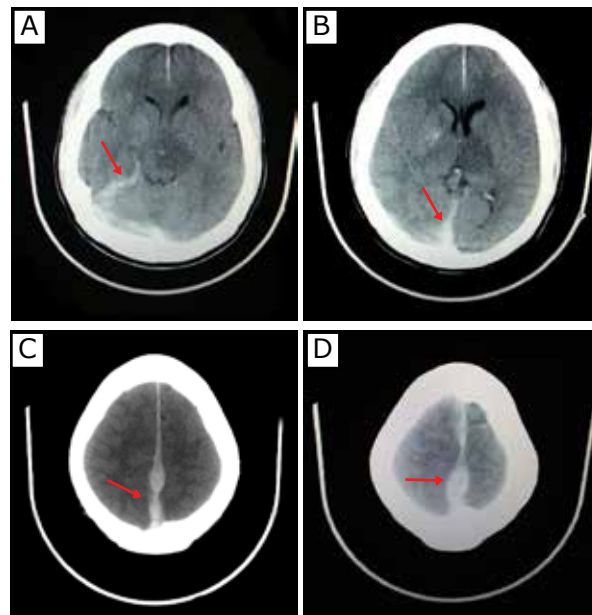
Corte axial de TAC Cerebral Simple (A) Hiperdensidad a nivel de cisternas de la base de predominio derecho (B, C, D) Hiperdensidad interhemisférica de prediinio occipital.
